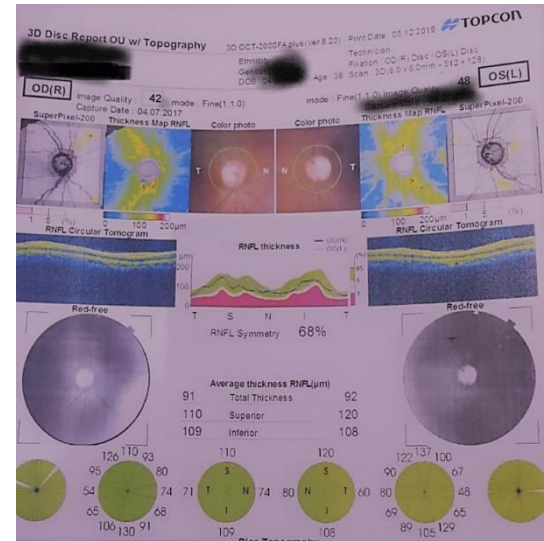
Optical coherence tomography sample of one of our patients
